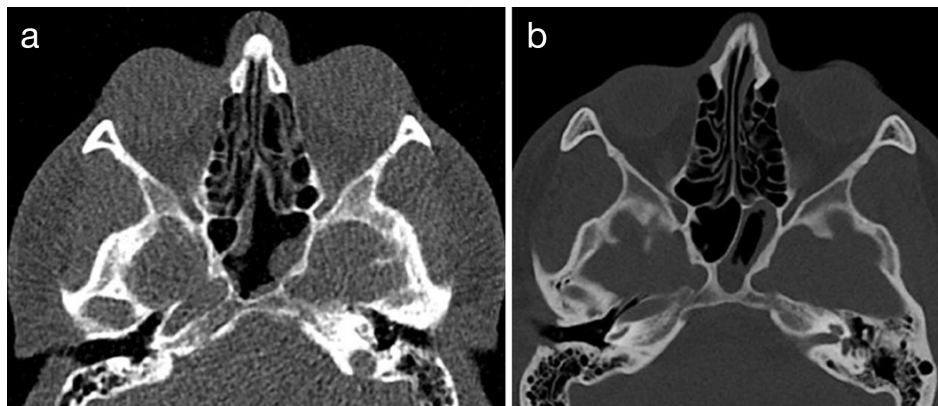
Axial paranasal computed tomography images taken at the level of the sphenoid sinus using an appropriate window. Images from a 39-year-old male examined using the micro-dose protocol (group 2) (a) and a 34-year-old male examined using the standard protocol (group 1) (b) Sinusitis with mucus membrane swelling is evident in the left region of the sphenoid sinus of both patients
